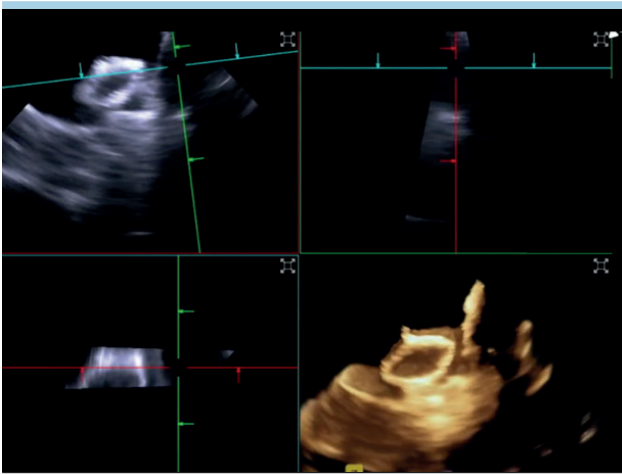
Visualizzazione all'ecografia intracardiaca tridimensionale del test di stabilità di dispositivo di occlusione dell'auricola sinistra.
